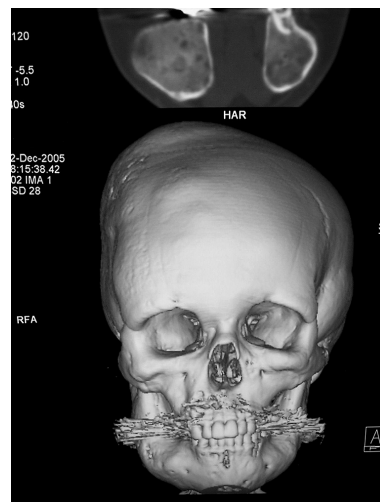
CT scan of the neurocranium. Note significantly expanded skull bones with sclerotic appearance, irregular structure, and cystoid deposits.
